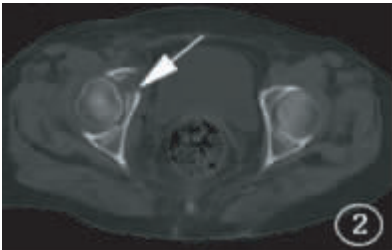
CT 横断位示右髌臼骨折断端部分分离,骨折块向前移位(箭头处)
